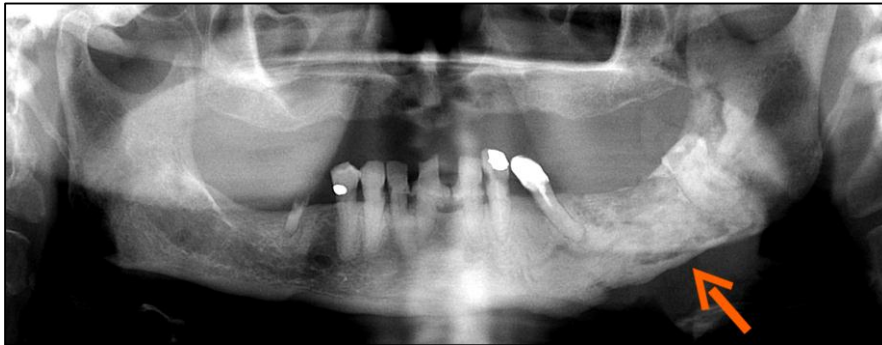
Osteomielitis mandibular izquierda con exposición ósea. La radiografía dental panorámica muestra lucencias mandibulares.⁶
